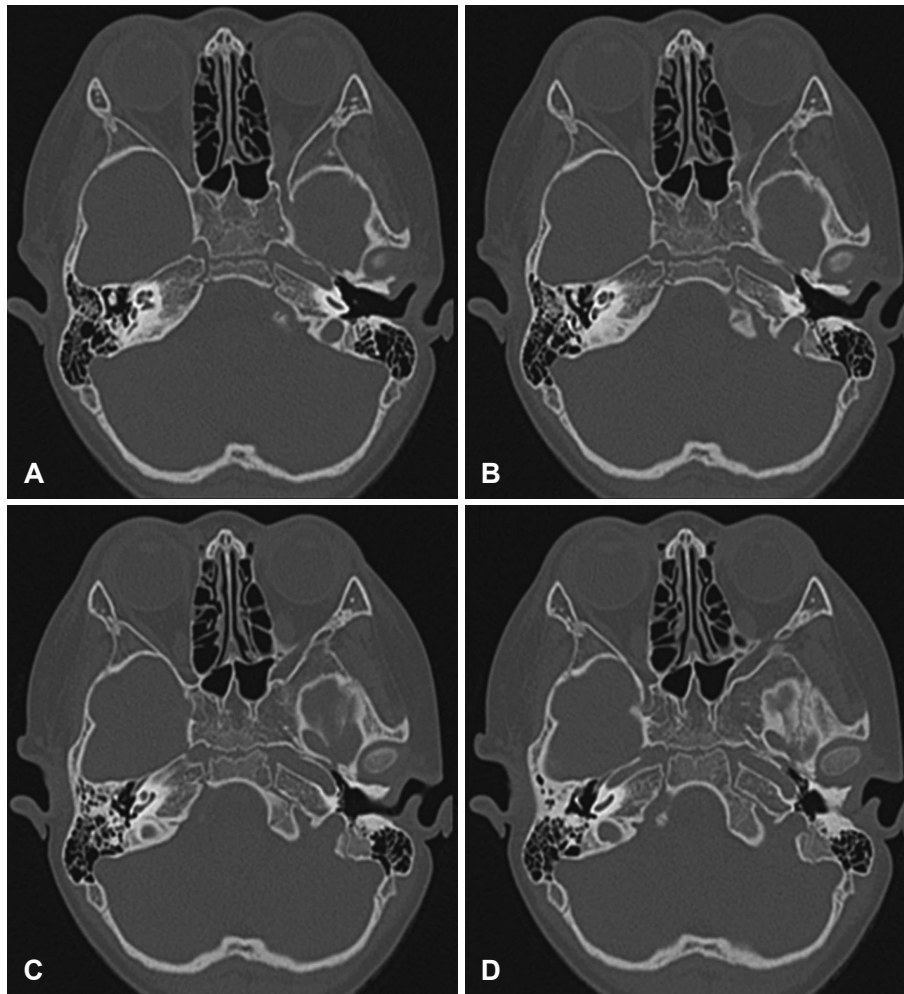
The axial images of temporal bone computed tomography with section thickness of 6 mm show total atresia of right external auditory canal. The images are ordered consecutively, from A which is superior to D which is inferior.
